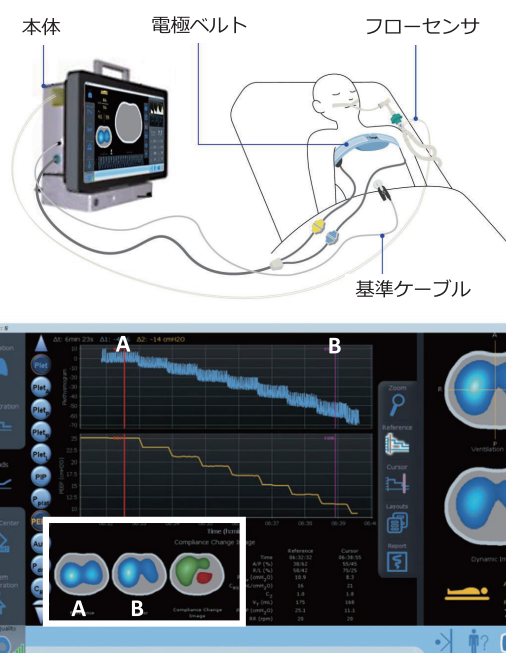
Electrical impedance tomography (EIT) (コヴィディエンジャパン株式会社提供を一部改変)
